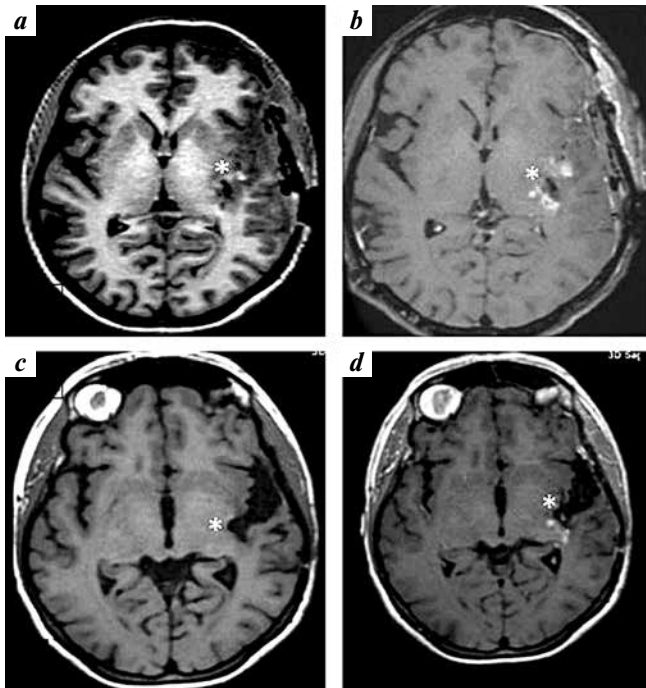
Clinical case 2. Brain magnetic resonance imaging of patient with contrast enhancement: an area (marked with stars) of an altered signal with indistinct boundaries in the area of the left insula surrounded by minimal perifocal edema, slightly hyperintense on T2 (a, d) with heterogeneous accumulation of contrast agent (b, c)
